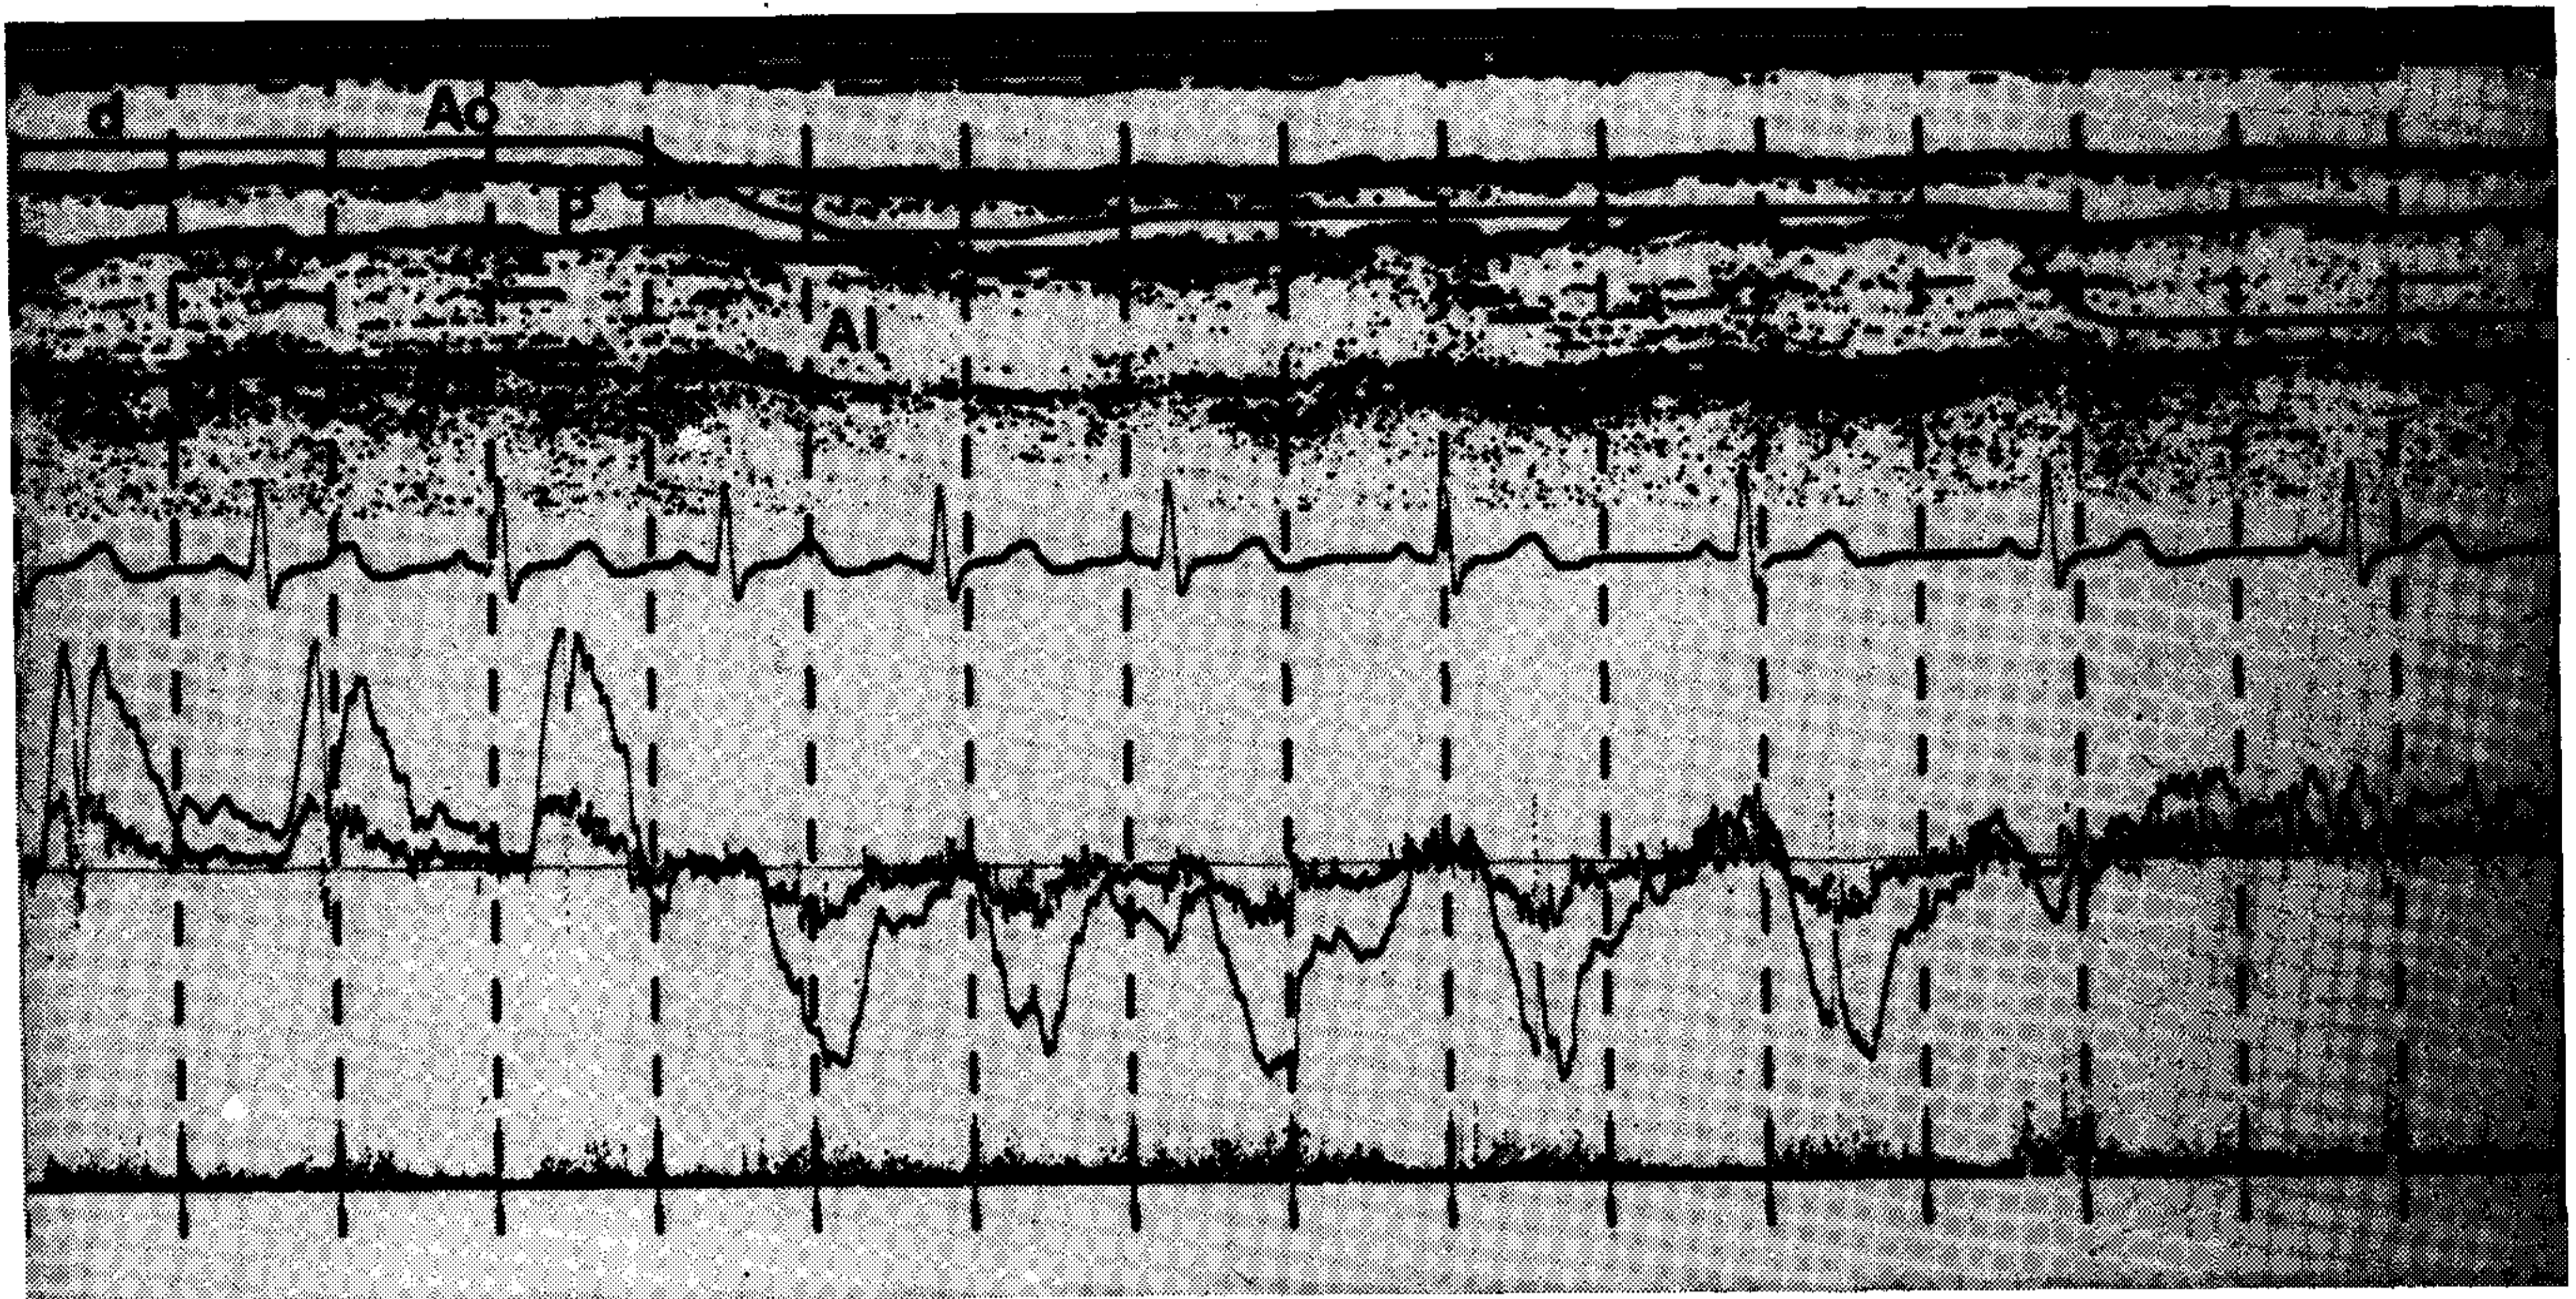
Registro Doppler desde el hueco supraesternal. A la izquierda raíz de Aorta (Ao), con la típica imagen de flujo anterógrado semejante a una curva de pulso arterial. En el centro se desplaza el volumen de muestreo hacia la rama derecha de la arteria pulmonar (P) registrando una imagen de flujo retrógrado pues la corriente se aleja del haz ultrasónico y, a la derecha, se transporta hacia la aurícula izquierda (AI) donde prácticamente no se registra flujo alguno.
